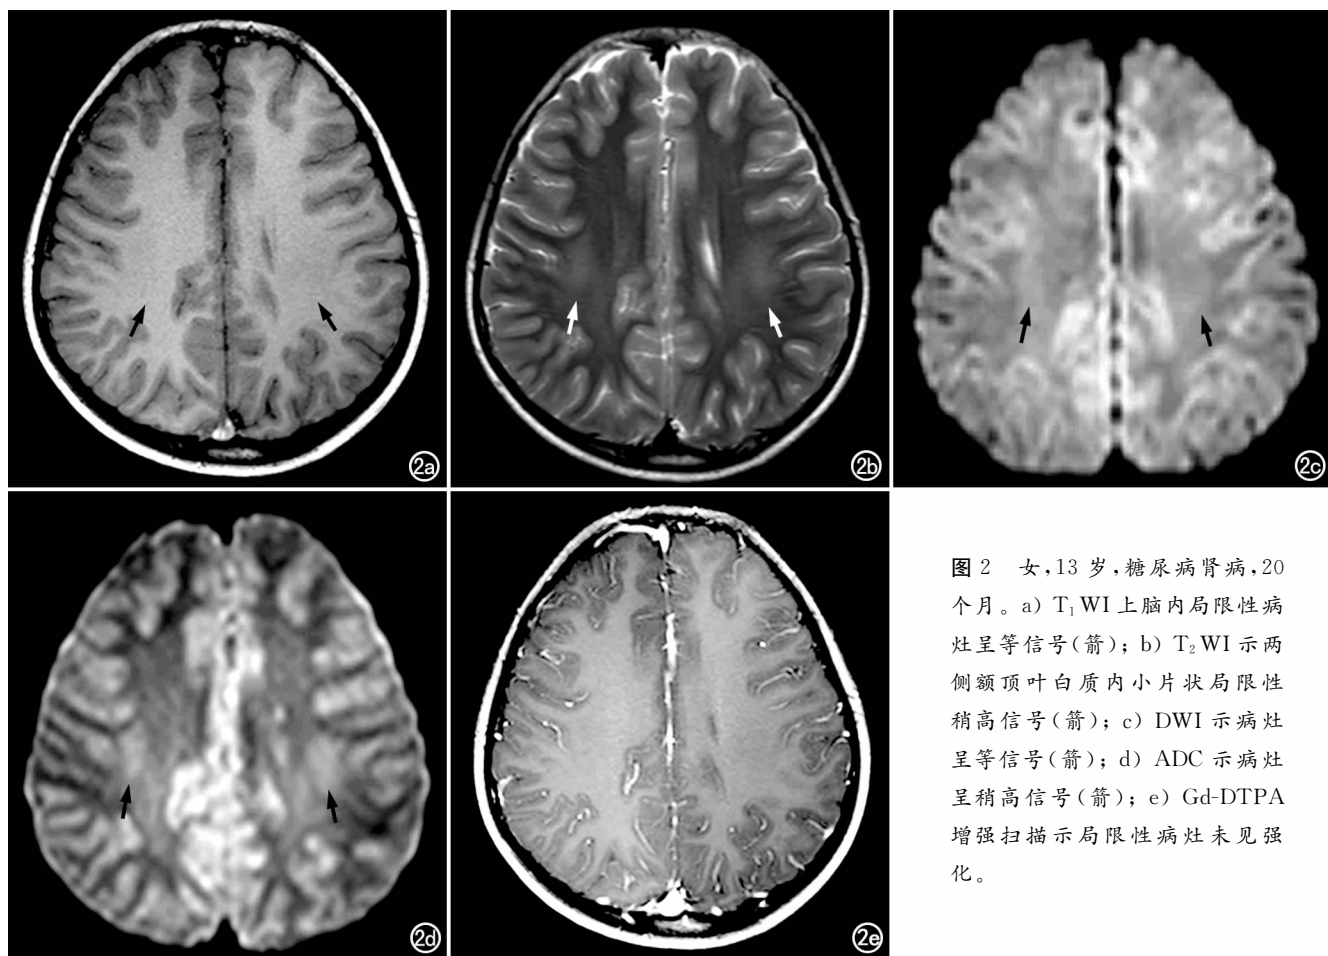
女, 13 岁, 糖尿病肾病, 20 个月。a) T_1 WI 上脑内局限性病灶呈等信号(箭); b) T_2 WI 示两侧额顶叶白质内小片状局限性稍高信号(箭); c) DWI 示病灶呈等信号(箭); d) ADC 示病灶呈稍高信号(箭); e) Gd-DTPA 增强扫描示局限性病灶未见强化。
